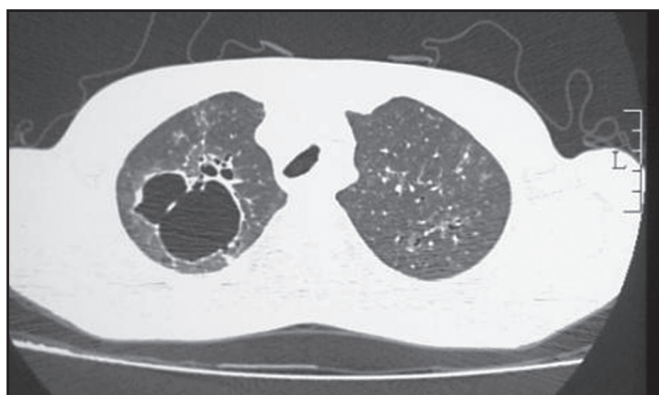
Tomografia computadorizada de alta resolução ao final da segunda internação
